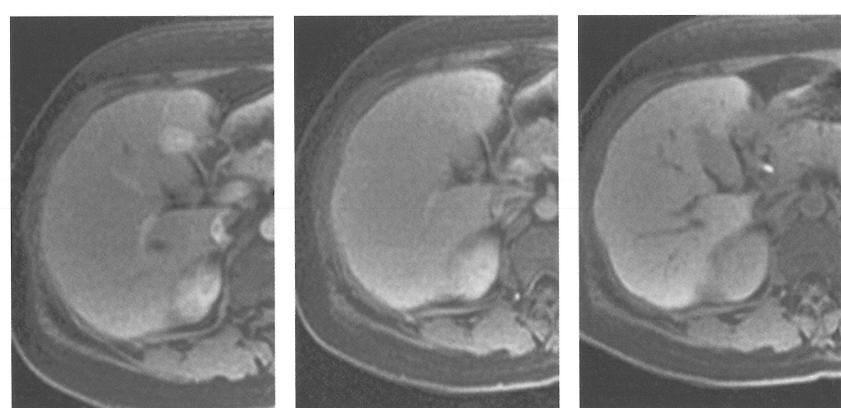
腹部Gd-EOB造影MRI 動脈相（左）門脈相（中）肝細胞相（右）
